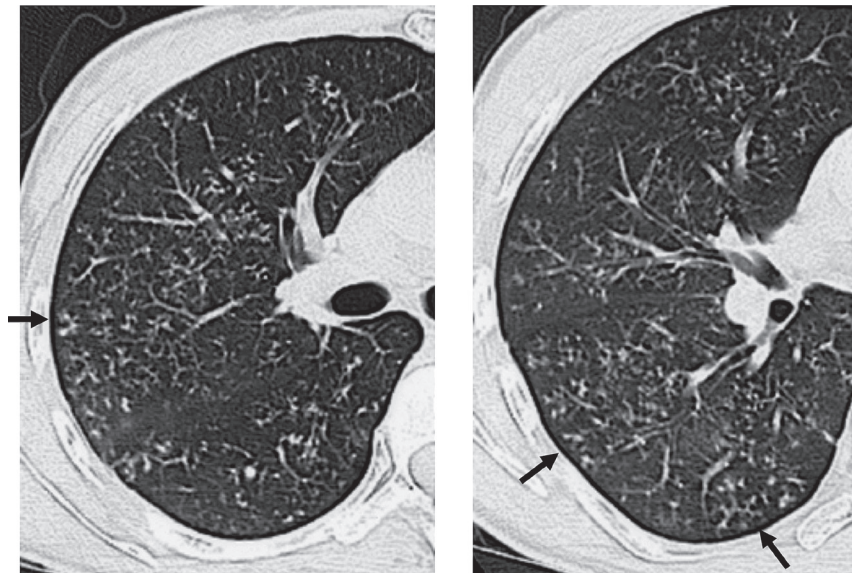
A typical case of disseminated tuberculosis formed within the airspace (type II B, by Oka's classification of X-ray findings of tuberculosis). A 36-year-old female. The most part of lesions are acinar lesions (↑). Through the inspection of her past X-rays, these lesions are speculated to have been formed hematogenously at first.
